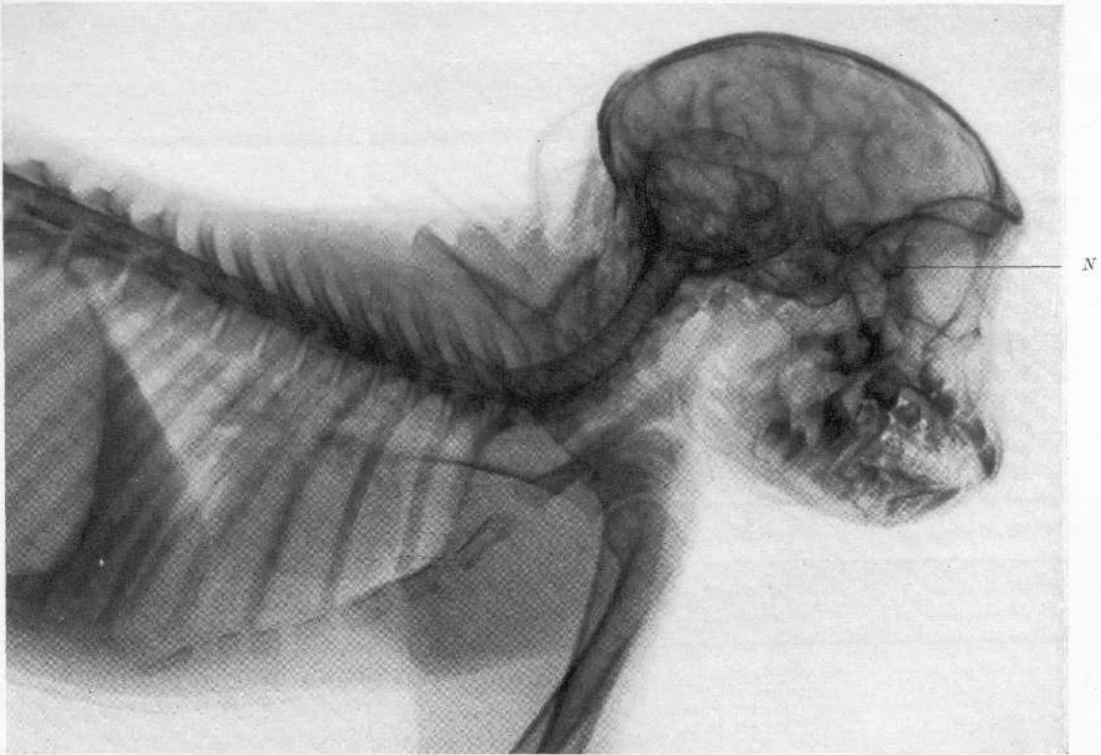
Röntgendarstellung des Zentralnervensystems beim lebenden Affen. Stereobild. N = Darstellung der Sehnerven
